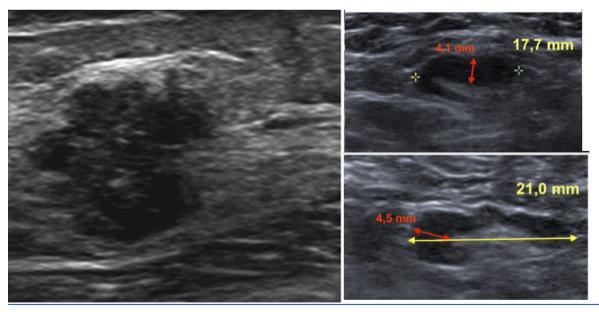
результаты УЗИ молочных желез и регионарных лимфоузлов. На слайде слева новообразование молочной железы. Отмечается неоднородность новообразования, неровность и несимметричность краев. На слайдах справа — фрагменты с изображением двух регионарных лимфатических узлов. На злокачественность изменений намекает увеличение размеров лимфоузлов по короткой оси.
